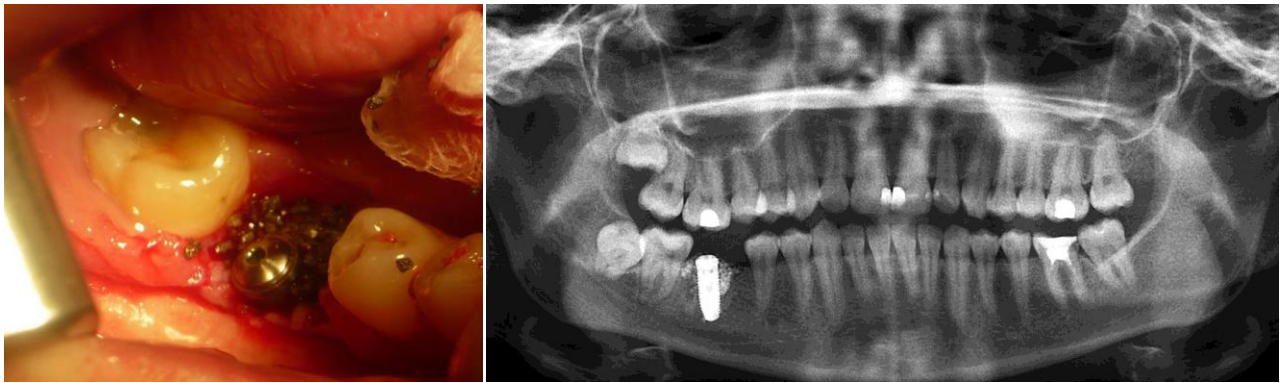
Больная В. Гранулы титана в ране, справа – контрольная рентгенограмма
